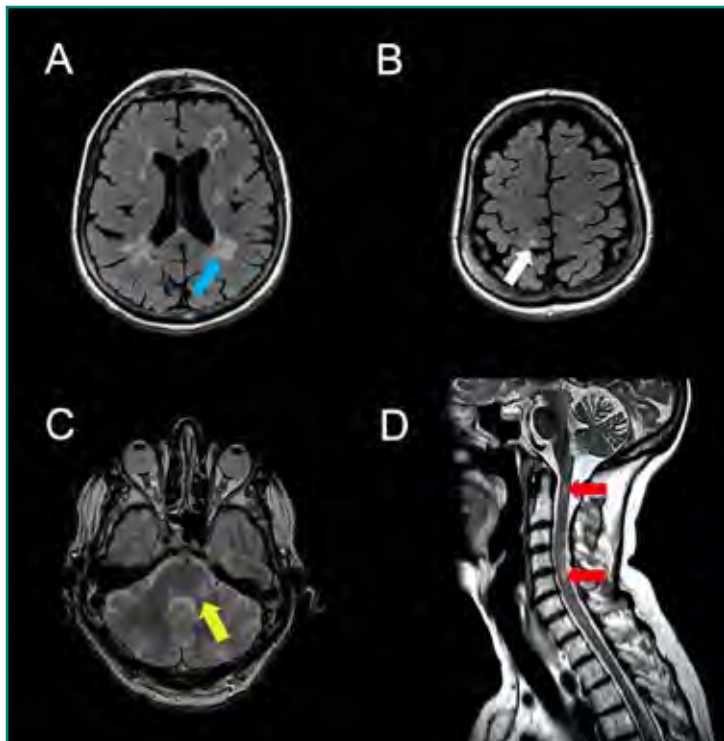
Imágenes axiales de RM. A y B: secuencias FLAIR; C: T2; D: imagen sagital ponderada en T2. Esclerosis múltiple. Lesiones periventriculares (flecha azul), yuxtacorticales (flecha blanca), infratentoriales (flecha amarilla) y en médula espinal (flechas rojas).
